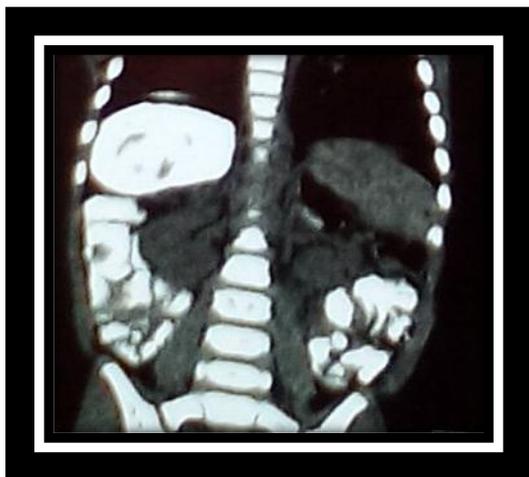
TDM thoraco-abdomino-pelvien
